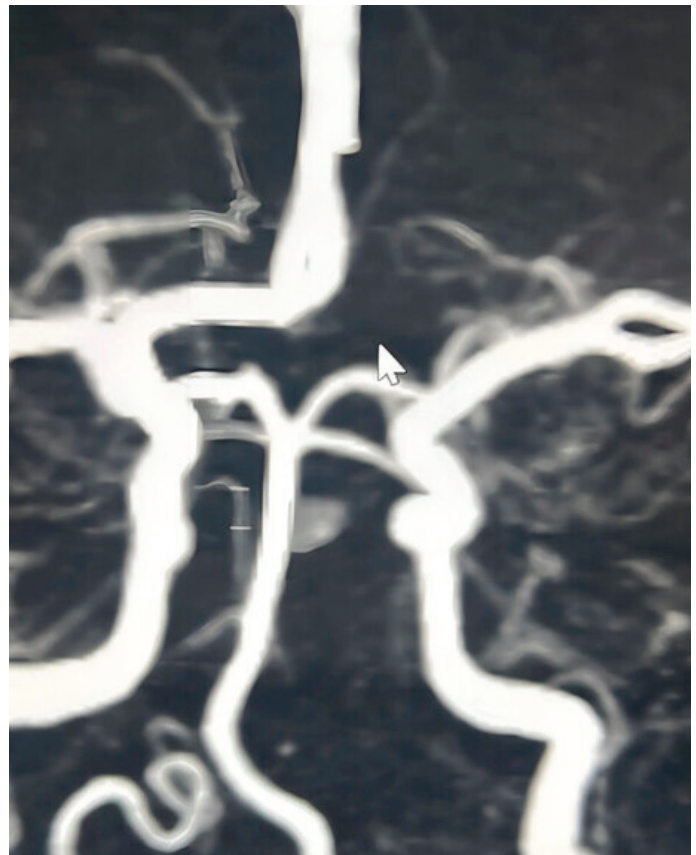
MRI angiography revealed hipoplasia of the right vertebral arteria.
